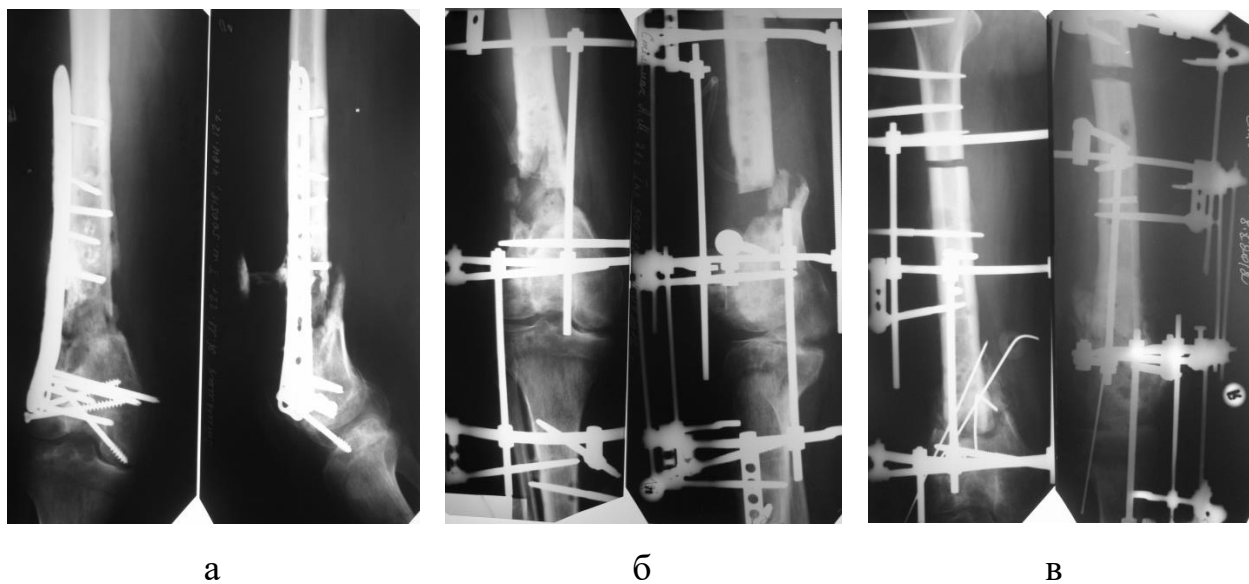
Рентгенограми у відділі: а – під час госпіталізації у відділі; б – після ФСНЕ ЧКО; в – відкрите співставлення фрагментів.
